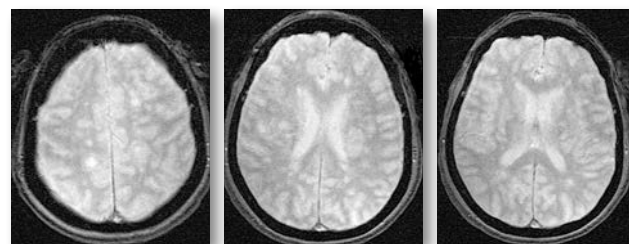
МРТ-зображення головного мозку пацієнта з гострим розсіяним енцефаломієлітом у режимі T2*/T2 GRE
